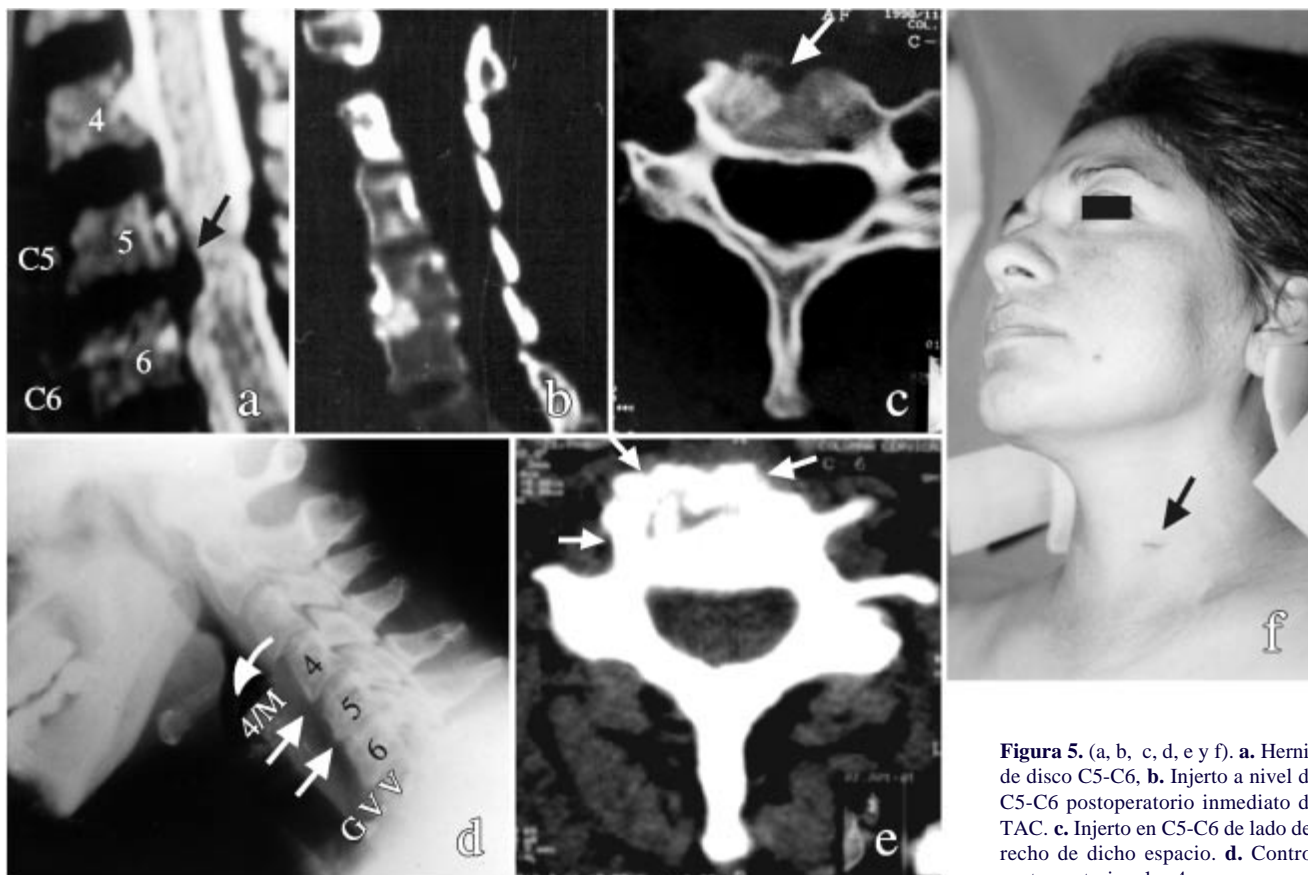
(a, b, c, d, e y f). a. Hernia de disco C5-C6, b. Injerto a nivel de C5-C6 postoperatorio inmediato de TAC. c. Injerto en C5-C6 de lado derecho de dicho espacio. d. Control postoperatorio a los 4 meses.
